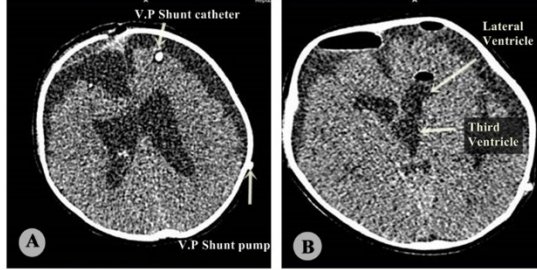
Beyin manyetik rezonans görüntüleme lateral ventrikül ve üçüncü ventrikülü dolduran diffüz villous hiperplazi (Ameliyat öncesi DVH)
